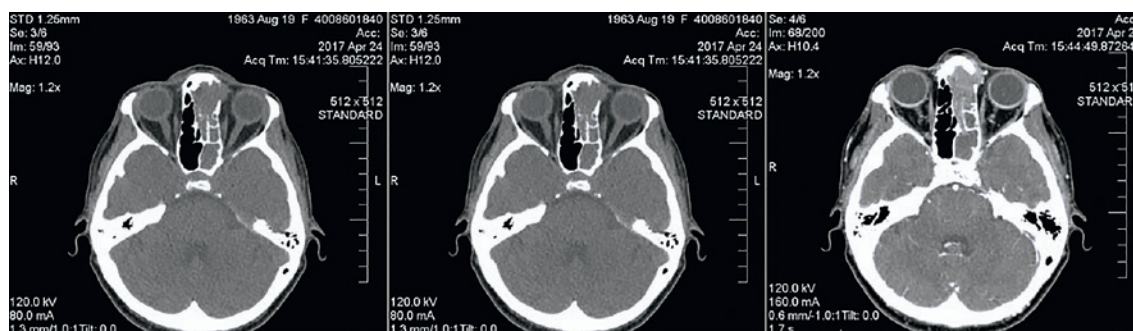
МСКТ головы с контрастированием: признаки мягкотканного новообразования верхних отделов полости носа слева с наличием признаков костной деструкции
